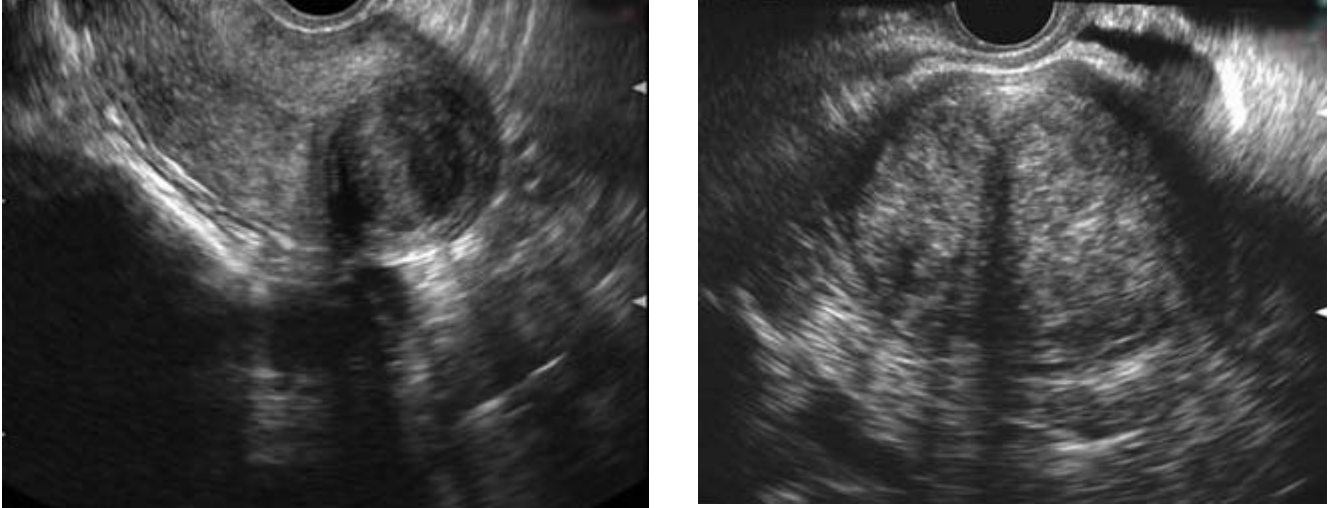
Imagenes de miomas con ecografía 2D.
